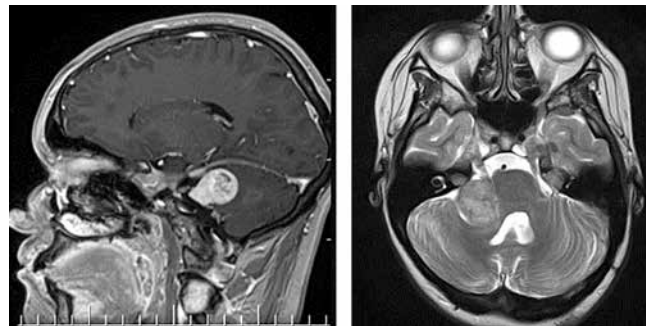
Магнитно-резонансная томография головного мозга в режиме T1 в октябре 2019 г.
